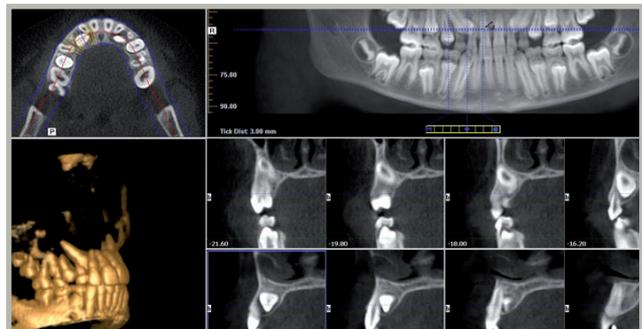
Esempio di TC Cone Beam
